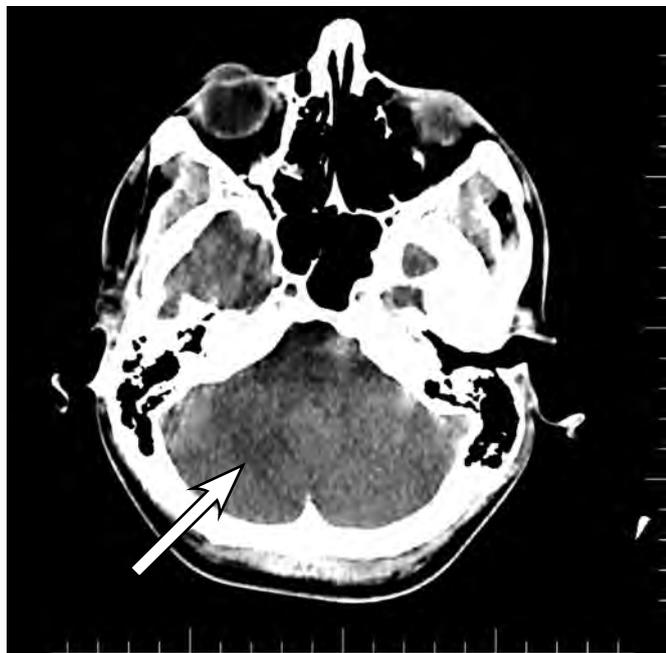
КТ головного мозга, зона ишемии в правой гемисфере мозжечка размерами 30 × 32 × 25 мм, плотность 23 ЕД Н (указана стрелкой)
